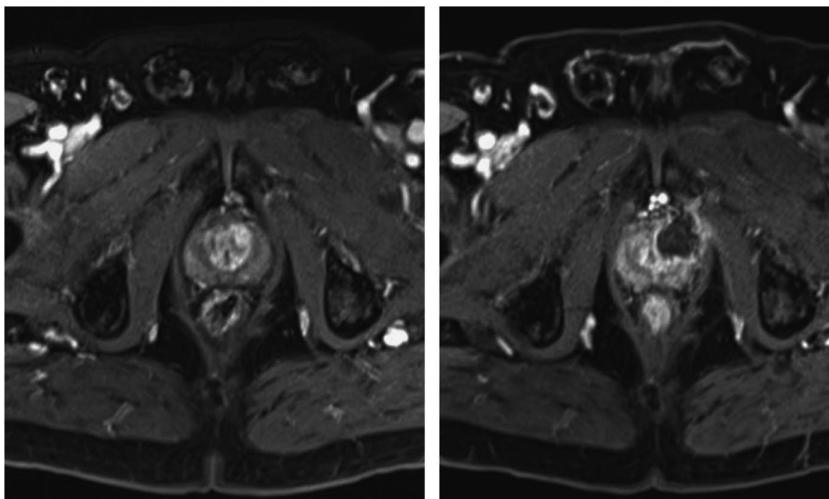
МРТ новообразования простаты до и после процедуры необратимой электропорации
